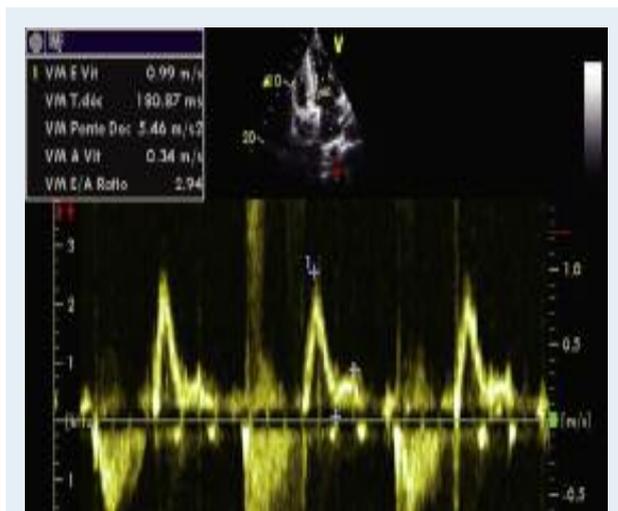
Flux mitral restrictif au Doppler pulsé.
